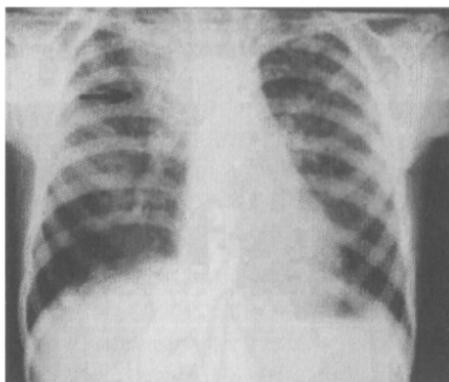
Инфильтративный бронхоаденит паратрахеальных лимфатических узлов. На обзорной рентгенограмме тень в области паратрахеальных лимфатических узлов справа расширена, наружный контур ее нечеткий, структура смазана, интенсивность повышена
